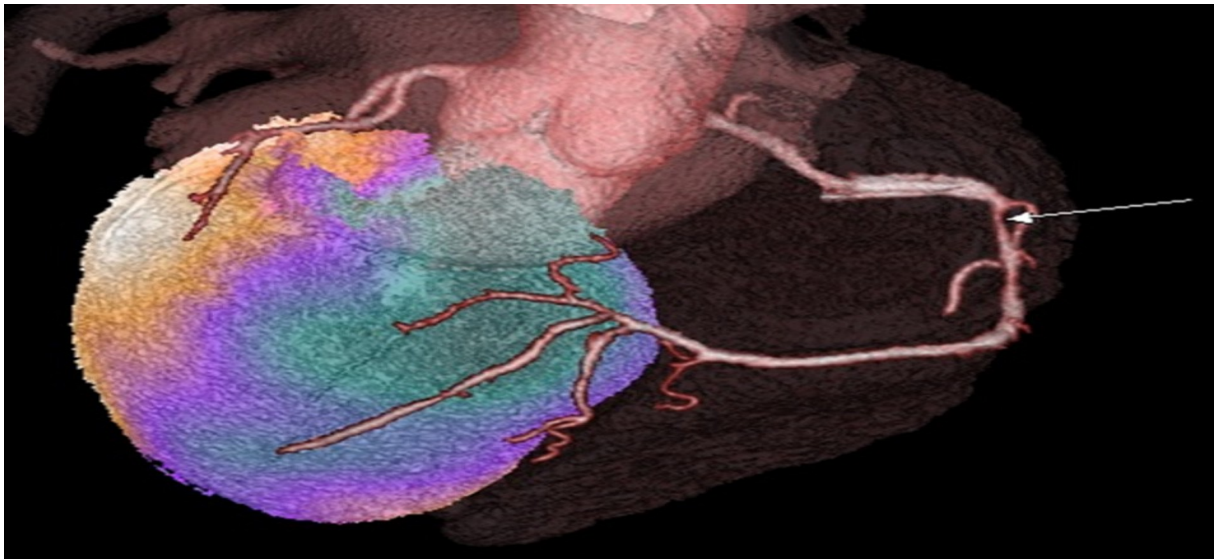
Fusion coroscanner/scintigraphie : sténose coronaire droite en aval d'une sténose (flèche) responsable d'une ischémie inférieure [62]
